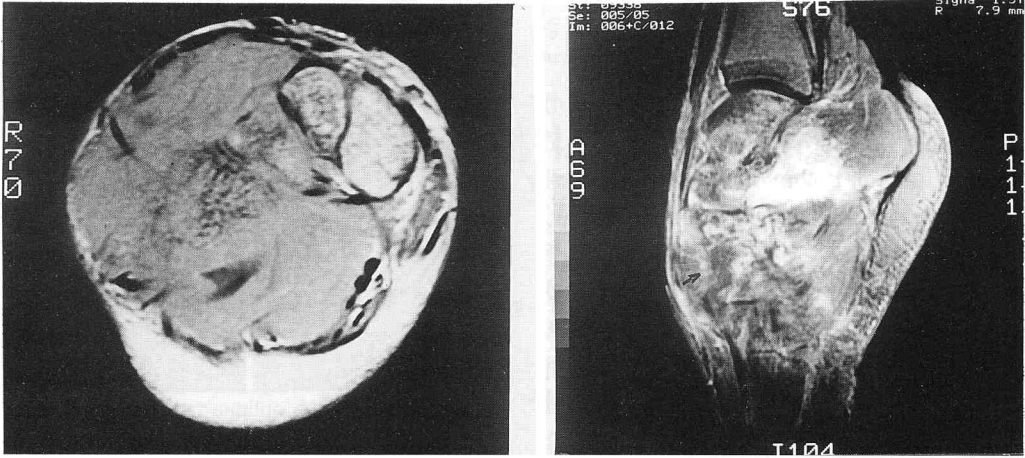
In MRI, huge mass lesion shows intermediate signal intensity in T1 and T2WI. Extensor tendons and flexor tendons are displaced by this huge mass. Proximal metatarsal bones, navicular and cuneiform are destructed. Talus and calcaneus show marrow signal change.
